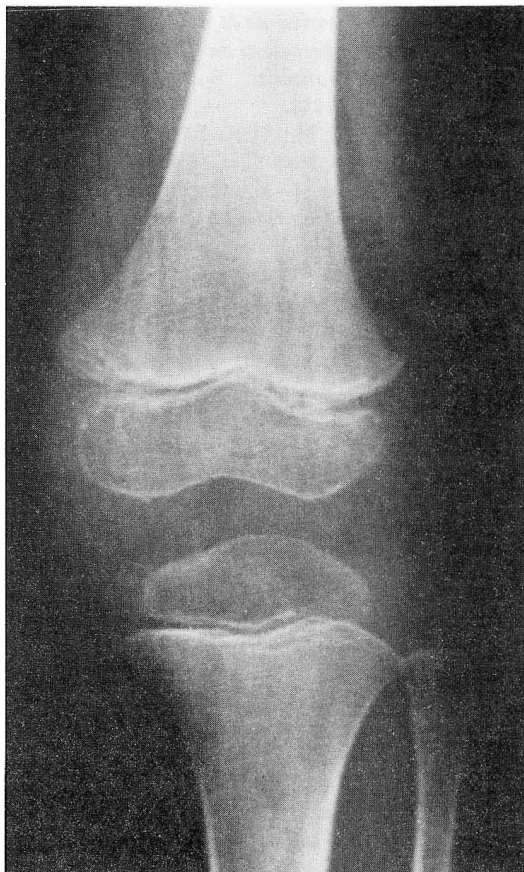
Radiografía de rodilla izquierda en momento del diagnóstico. Tan sólo se observa tumefacción de partes blandas
